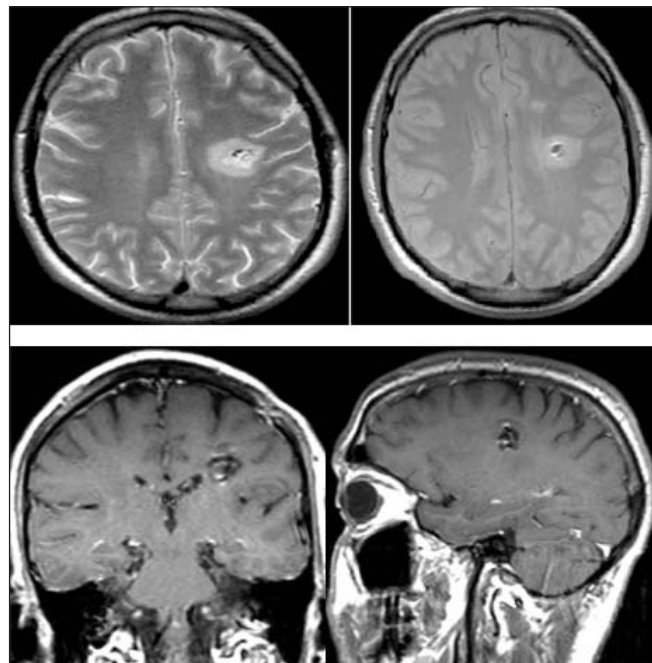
МРТ головного мозга больного Ч., 29 лет, выполненная 06.12.2017 г. Структурные нарушения в веществе головного мозга, постбиопсийные изменения
